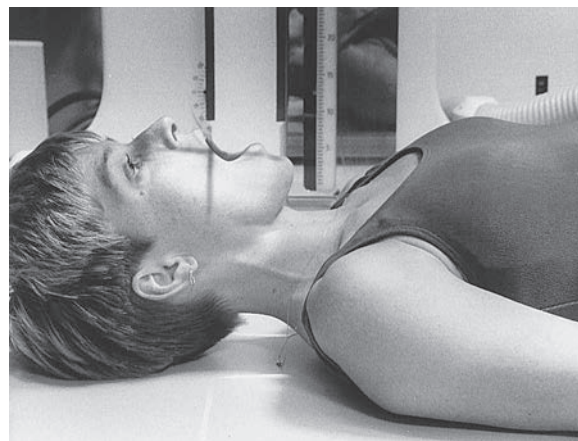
Пространственное расположение при рентгенографии C1–C2.
